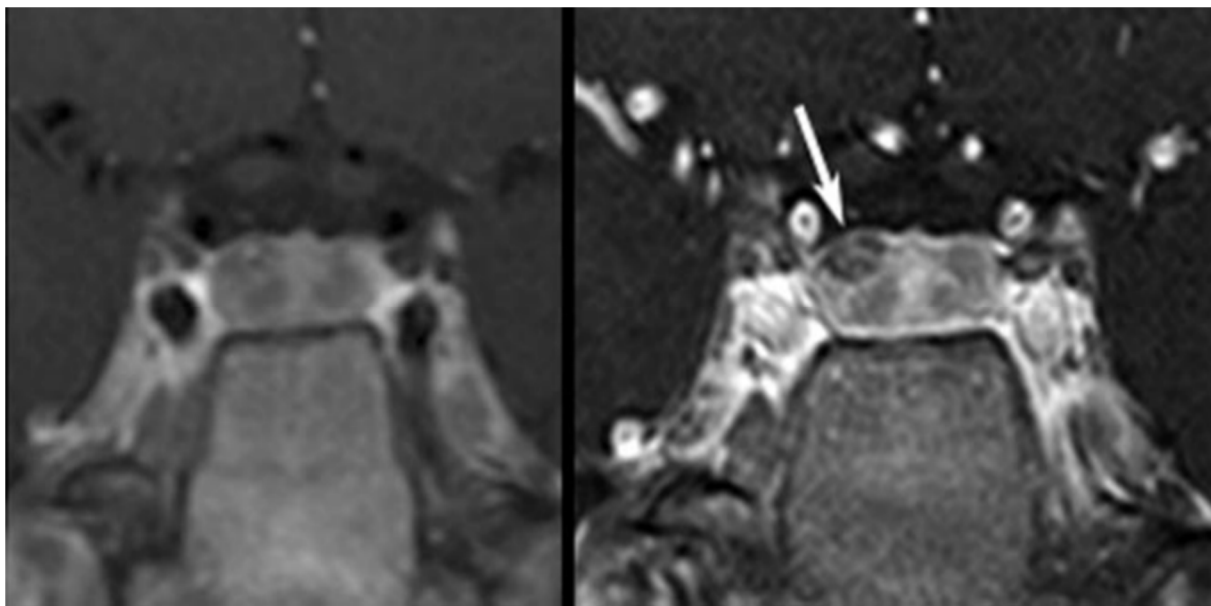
IRM hypophysaire obtenue après contraste avec les techniques standard d'écho de spin (à gauche) et SPGR (à droite). Notez le microadénome sur le côté droit de la glande, au sommet du lobe antérieur, visible avec le SPGR, mais pas avec l'écho de spin [183].
